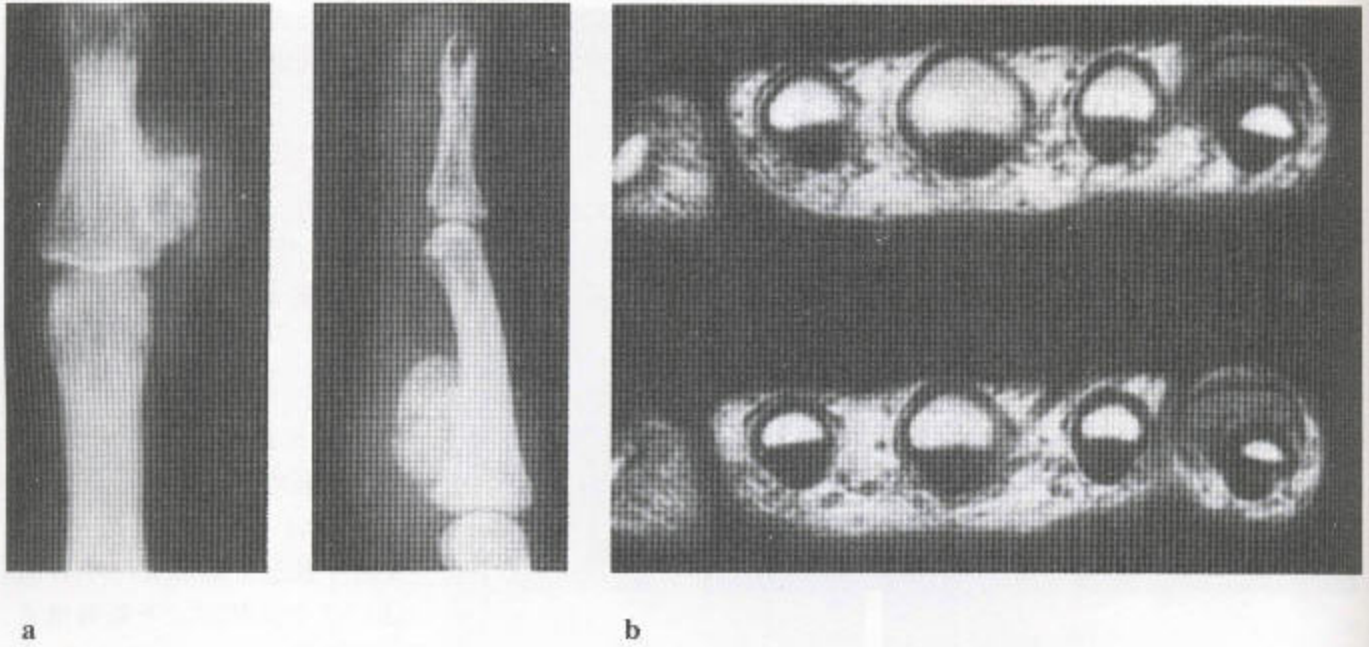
奇异性骨旁骨软骨瘤增殖 (BPOP) (a) 平片显示一骨性块状物位于一个指的中节指骨的表面。(b) 轴位 T_1 加权 MR 像显示该病灶与其下的骨髓有分离。
